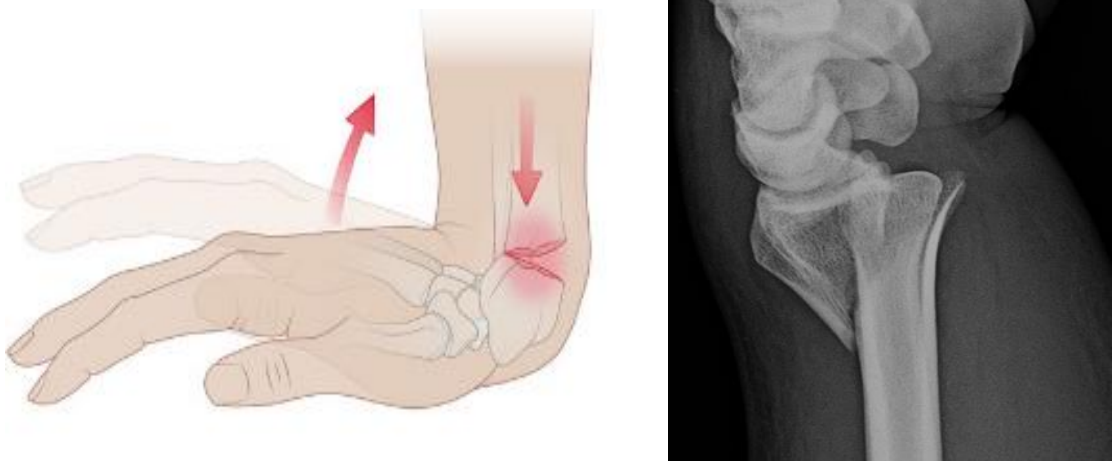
Mecanismo de lesión más frecuente (Colles) (Amboss. Disp en www.amboss.com). Figura 6: Radiografía correspondiente a fractura por mecanismo de lesión más frecuente (Porrino et al., 2014)
